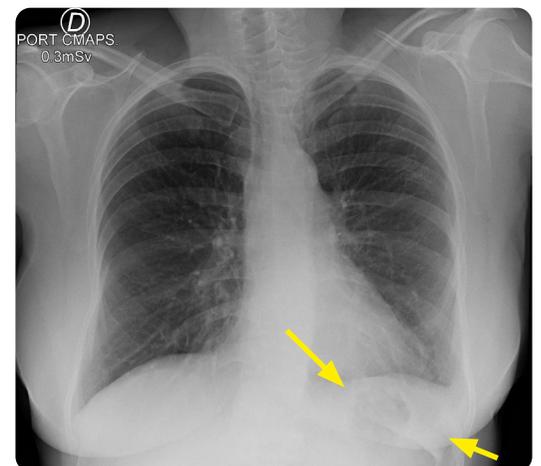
Radiografía de tórax, proyección PA. Como hallazgo incidental, se observa una imagen densamente calcificada de aspecto triangular en la región del hipocondrio izquierdo, compatible con la silueta esplénica.
